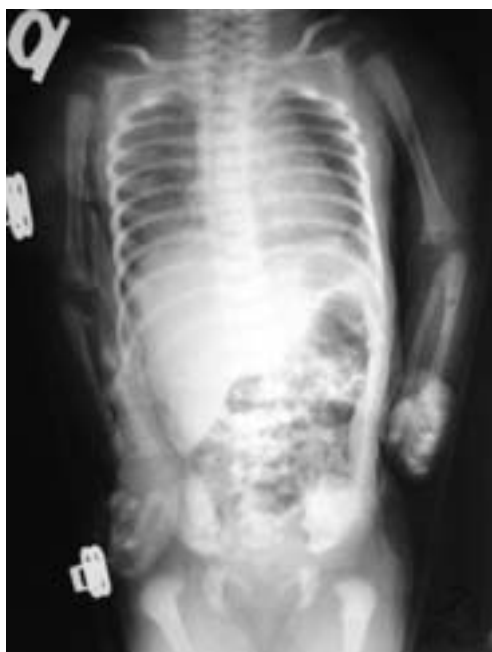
Фотовідбиток оцифрованої рентгенограми пацієнтки (№ТК 0706-127)
